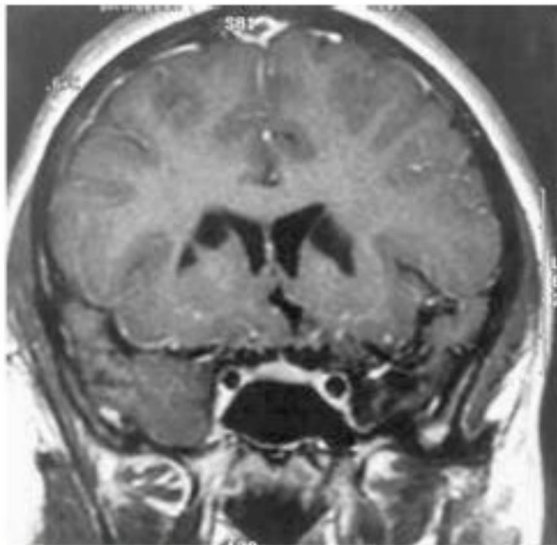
20 Resonancia magnética coronal potenciada en T1 con contraste, de un joven de 14 años que muestra Infartos bilaterales recurrentes en el territorio de la arteria de Heubner, con afectación de la cabeza del núcleo caudado y la extremidad anterior de la cápsula interna. (Cortesía de Vincent Mathews, MD.)
